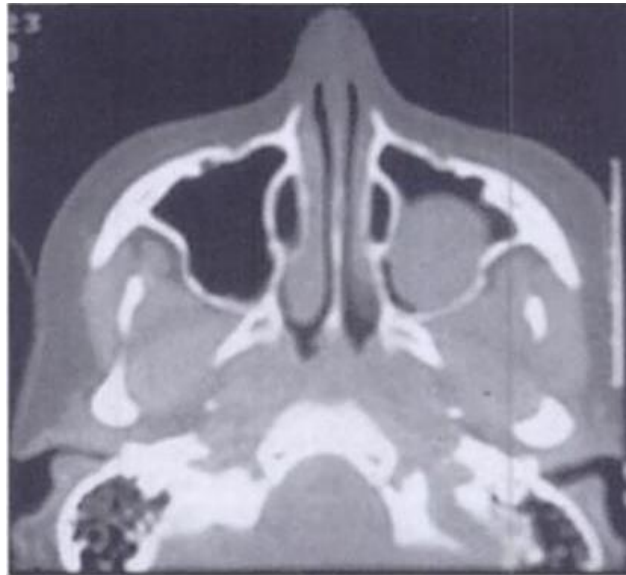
Quiste de retención mucosa. Imagen obtenida mediante TC
